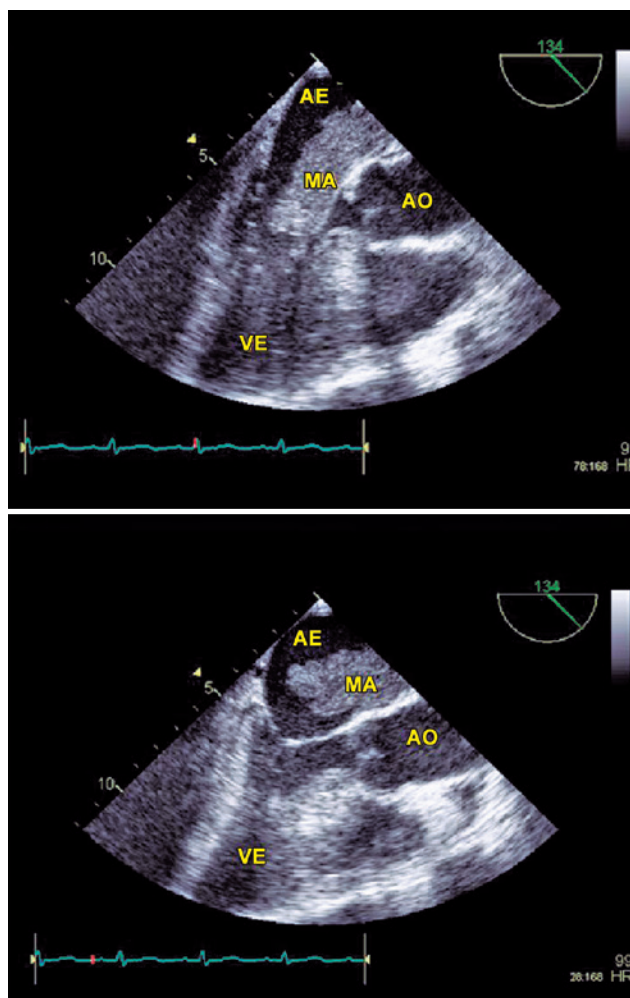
Ecocardiograma transesofágico. Massa de aspecto fríavel na aurícula esquerda e pedículo aderente à região da fossa oval, prolapsando para o ventrículo esquerdo em diástole. AE: aurícula esquerda; AO: artéria aorta; MA: mixoma auricular; VD: ventrículo direito; VE: ventrículo esquerdo.
